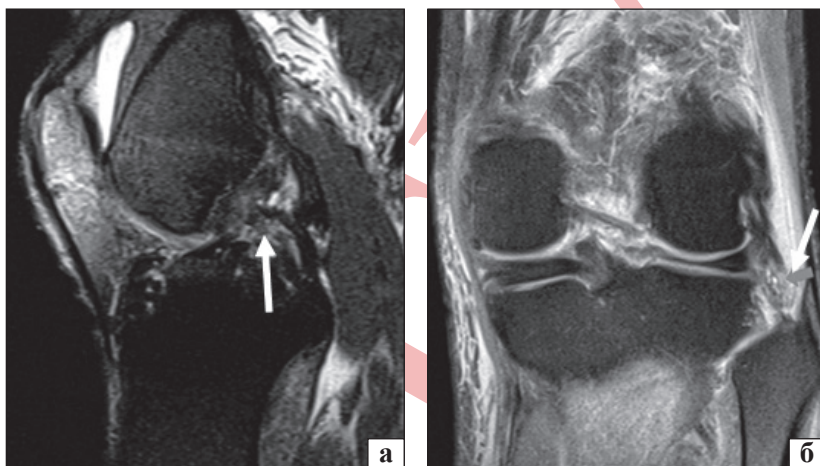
Сагітальна та коронарна МРТ сканує кутову травму в лівому коліні: а) розрив ЗСЗ (стрілка) видно в сагітальній проєкції; б) високий сигнал на бічній колатеральній зв'язці (стрілка) видно в коронарній проєкції
